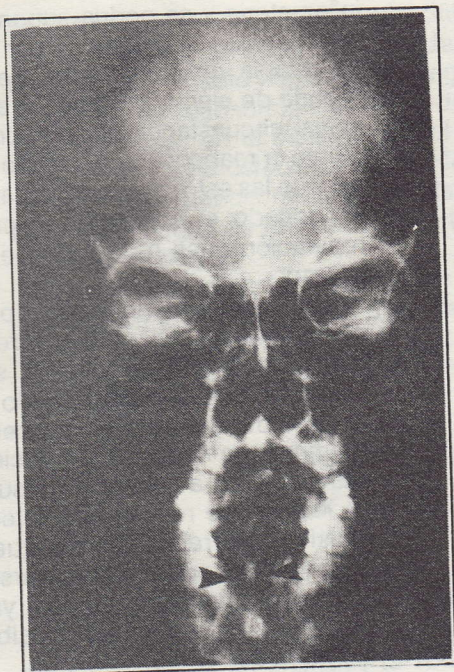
Radiografía extrabucal en donde se observa la avulsión de los incisivos inferiores, central derecho y lateral izquierdo.
